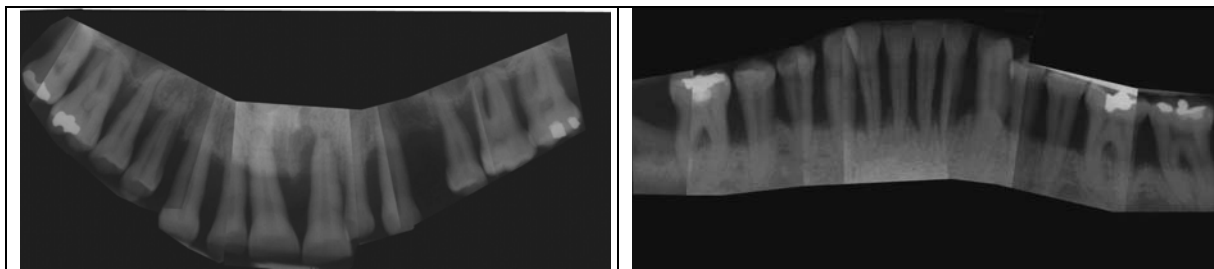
Röntgenstatus zu Abb. 2
